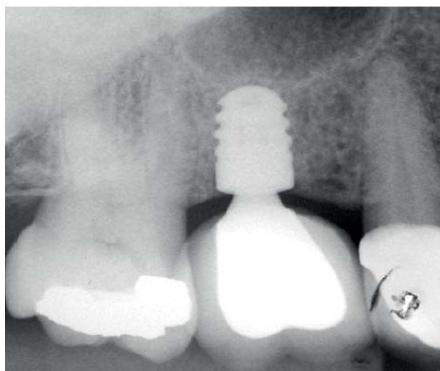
Radiografia periapical de controle após um ano da coroa em função (lado direito).
